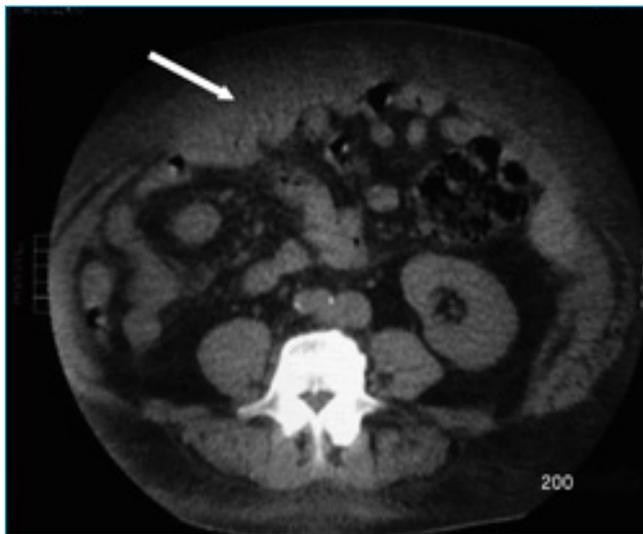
TAC dell'addome che documenta incremento degli ematomi nella parete addominale ed emorragia nel muscolo retto anteriore destro
